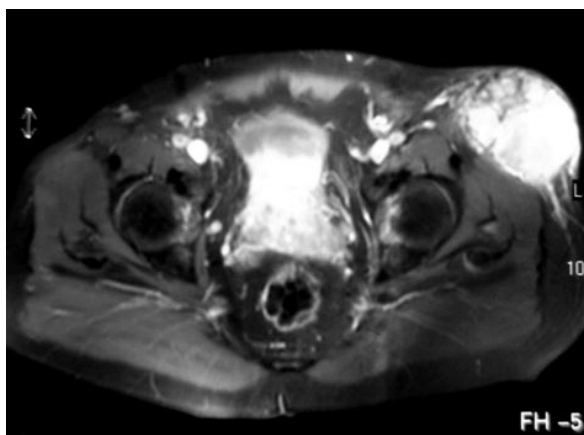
RMN potenciada en T2 a nivel de raíz de miembros inferiores.
